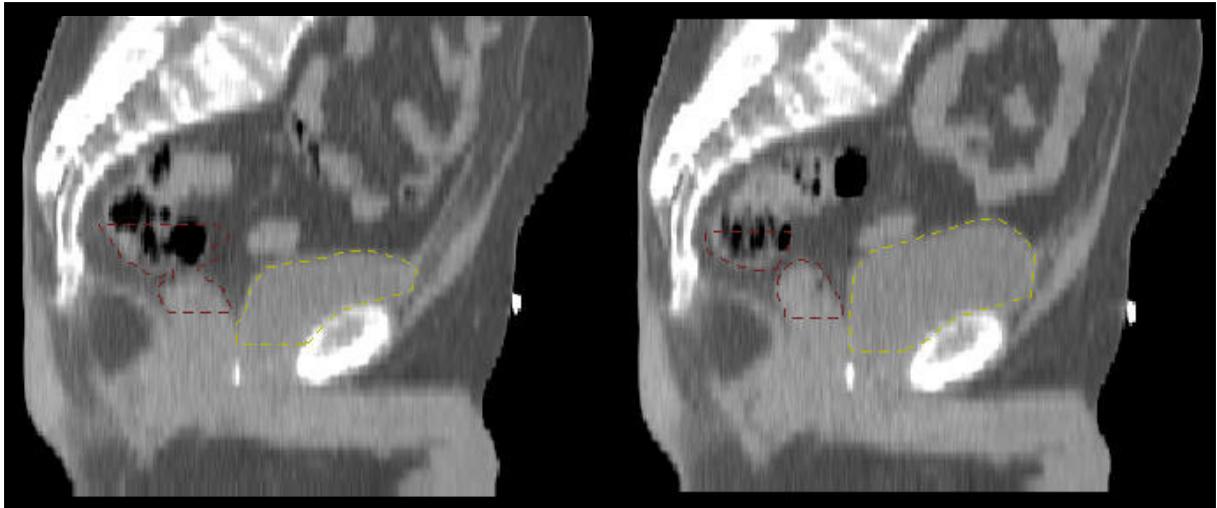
Beispiel der maximalen Harnblasenvolumenänderung (Patient 6) innerhalb einer Bestrahlungsfraction: Links die sagitale CT-Rekonstruktion vor, rechts nach der Behandlung ($\Delta Vol_{Hb} = 216 \text{ ml}$, $\Delta t = 43 \text{ Minuten}$). Braun gestrichelt ist das untersuchte Rektumvolumen, gelb gestrichelt das Harnblasenvolumen markiert.
